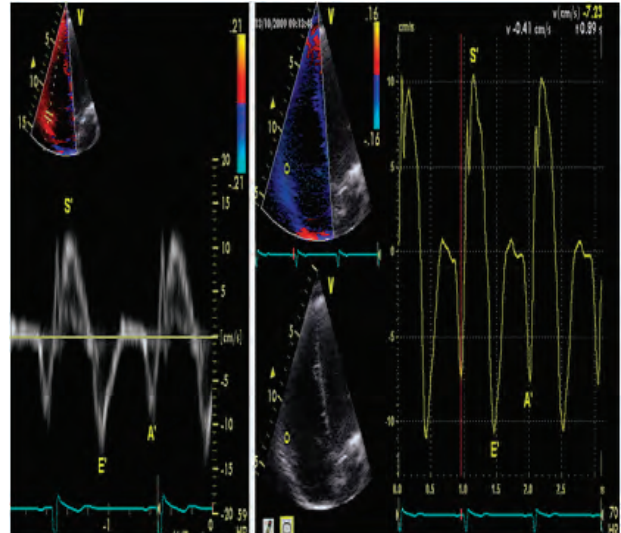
Doppler tisular del anillo tricúspideo en un paciente con función sistólica de ventrículo derecho normal (izquierda) y codificación con color (derecha).
